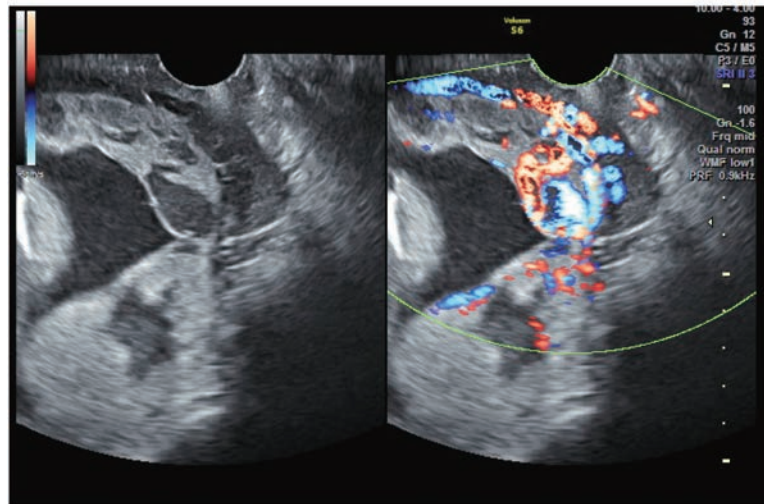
破水時の経膣超音波画像。頸管の左側の怒張した血流部分。
